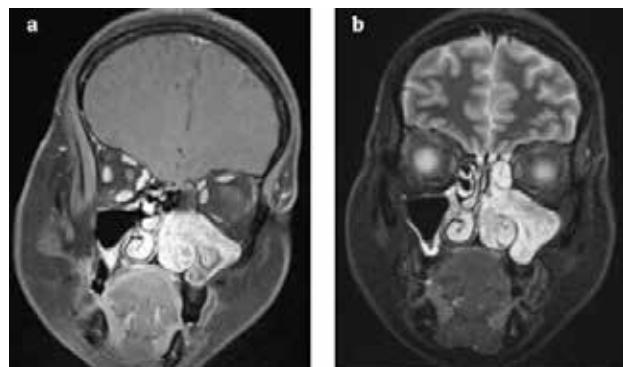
Resonancia magnética facial y de los senos paranasales.
